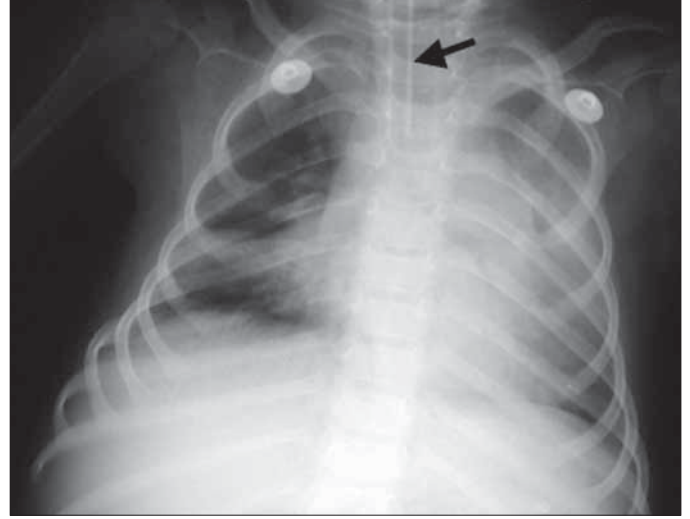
Hastanın yatışının 6. gününde elde edilen röntgenogramda, bu kez sol akciğerde yaygın dansite artışı görülmektedir. Kalp ve mediasten sınırının seçilememesi sol üst lob ve lingulanın etkilendiğini göstermektedir. Sol hemidiyafragma sınırının seçilebilmesi ise sol alt lobun bazal segmentlerinin olaya karışmadığını düşündürmektedir. Kalp ve mediastinal yapıların sola doğru yer değiştirmesi de bu sefer sol hemitoraksta atelektazi olduğunu göstermektedir. Sağ akciğer orta zonda hafif infiltratif görünüm mevcuttur
